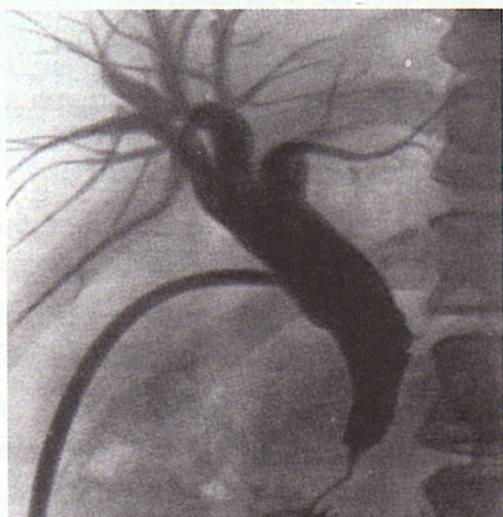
Папиллостеноз и стеноз ТОХ БДС (рентгенограмма)
